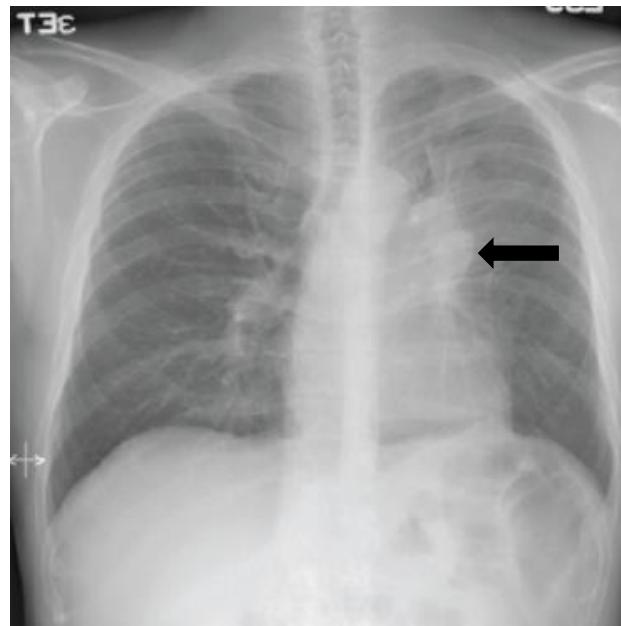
Gambaran nodul pada paru dapat bersifat soliter dan multipel. Pada parenkim paru nodul soliter maupun multipel cenderung berada pada bagian perifer yang menyebar secara hematogen. Nodul multipel sering ditemukan secara bilateral, berbatas tegas, dan ukuran yang beragam. Lobus medial dan lobus inferior lebih sering mengalami nodul multipel karena bagian ini mendapat aliran darah yang lebih besar. Pemeriksaan radiologi seperti *rontgen thorax* dapat mendeteksi lesi soliter maupun multipel pada bagian pleura, apeks, sudut kostofrenikus, dan menilai limfadenopati mediastinal. Pola radiologi juga dapat memperkirakan asal tumor primer (Amin, 2014).
